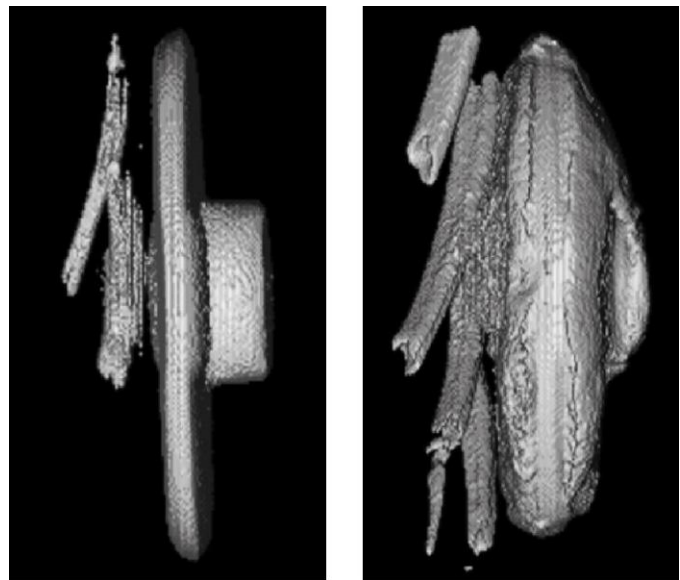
Resonancia magnética de discos de titanio con quitosán solo o con rhBMP2 extraídos del músculo dorsal ancho de ratas. Se observa formación de hueso alrededor del disco al añadir rhBMP2 como inductor.
